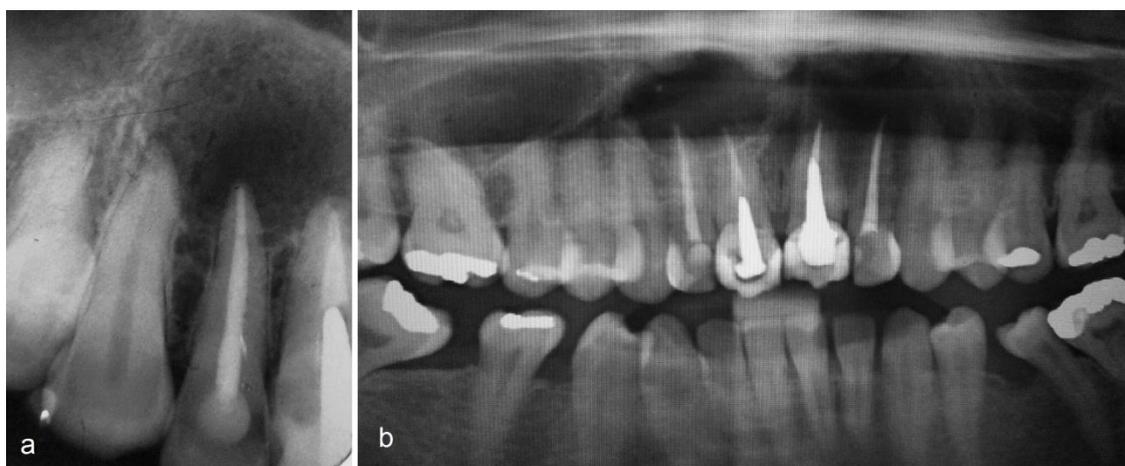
a) Radiografia periapical. b) Radiografia panorâmica.
